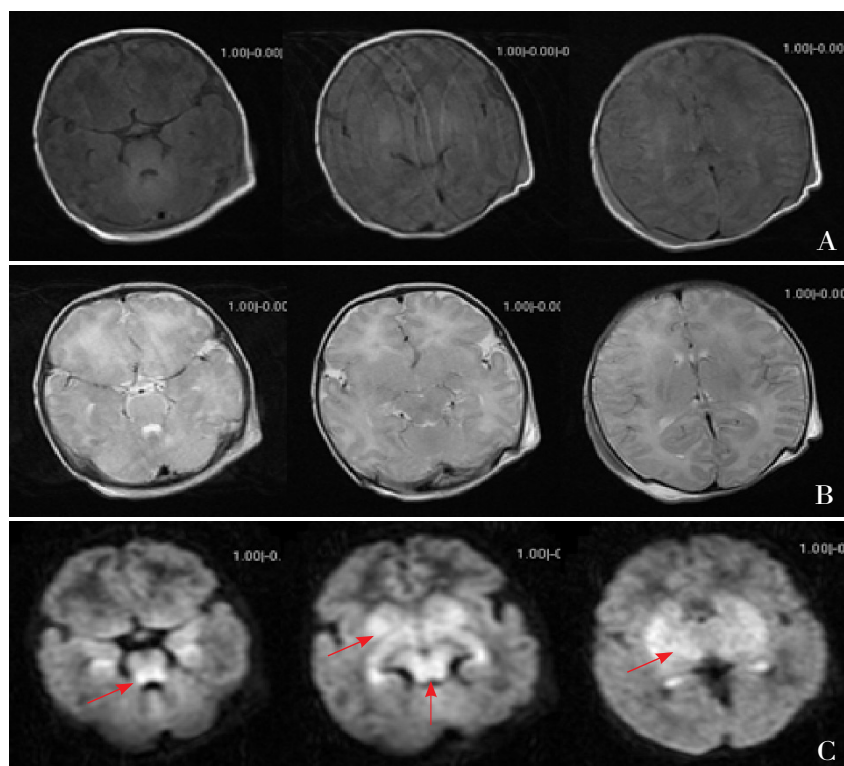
基底节-丘脑重度损伤 39⁺3周男婴，产钳助产，Apgar评分1 min 0分，5 min 5分，经气管插管，胸外按压及肾上腺素复苏（窒息复苏评分9分），损伤后24 h行头颅MRI检查。A, B: MRIT1和MRIT2序列可见脑水肿，C: MRIDWI序列可见整个基底节-丘脑及脑干广泛异常高信号（箭头所示）。
